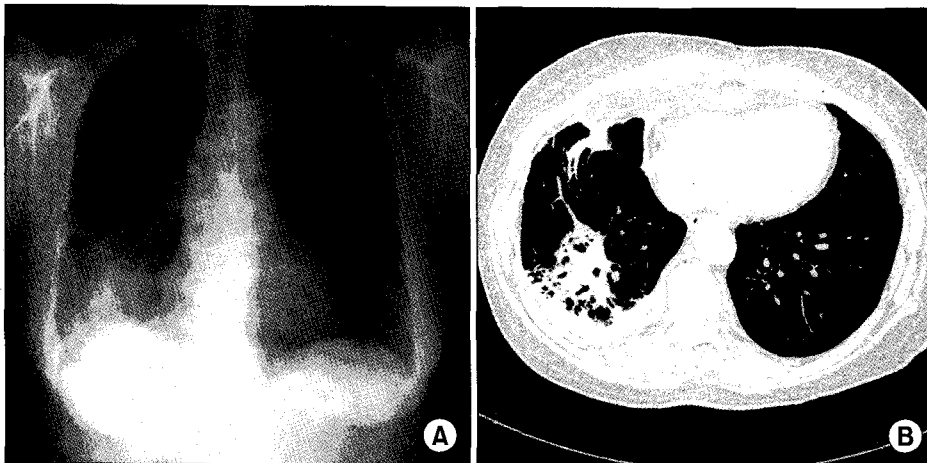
(A) Postoperative follow up chest x-ray shows newly appeared peribronchial infiltrate in the right lower lung zone suggestive finding of pneumonia. (B) HRCT shows airspace consolidation in the right middle and lower lobe with ipsilateral parapneumonic effusion.
